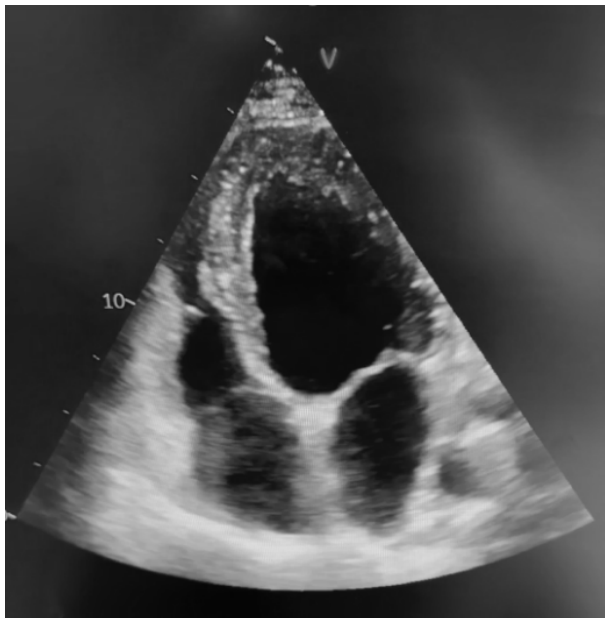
Ecocardiografie transtoracică incidență apical 4 camere: ventricul stâng dilatat.
